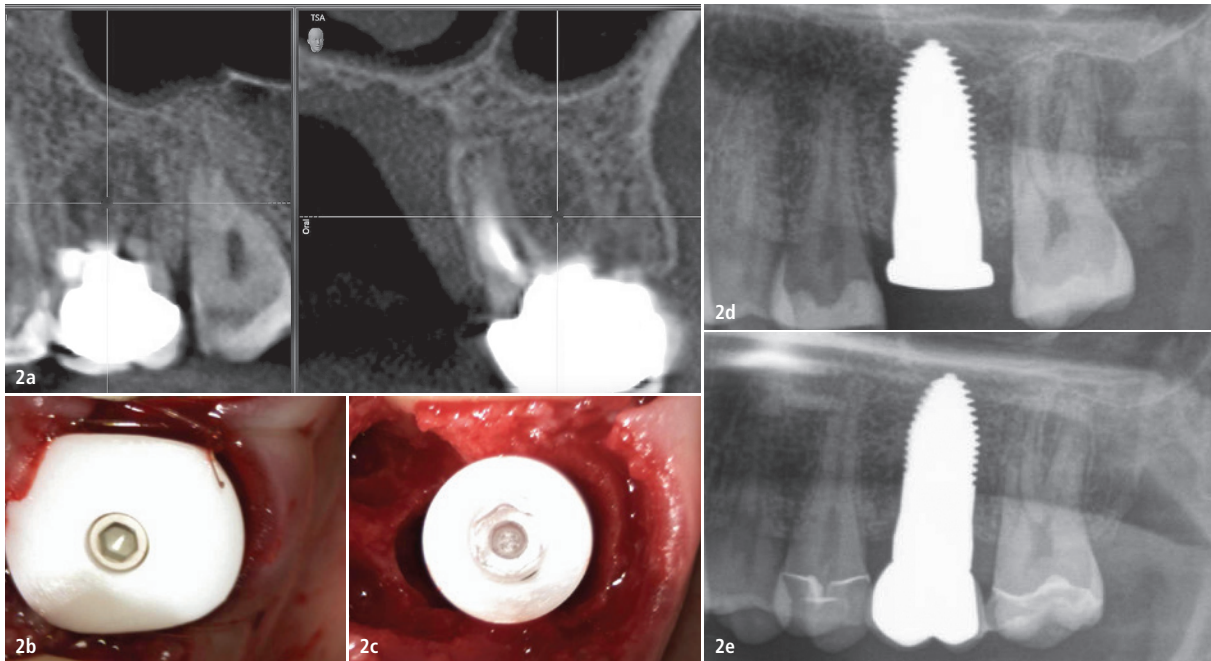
Ausschnitt der präoperativen dreidimensionalen Röntgenaufnahme des Zahnes 26 mit ausgeprägter apikaler Entzündung (a), intraorale Aufnahme des Keramikimplantates 26 mit vestibulärem Knochendefekt (b), intraorale Aufnahme des Implantates 26 mit Keramikscheibe zur Erzielung des Umbrella-Effektes (c), postoperative röntgenologische Kontrolle des Implantates 26 nach viermonatiger Abheilphase (d), postoperative röntgenologische Kontrolle des Keramikimplantates 26 nach prothetischer Versorgung (e).
